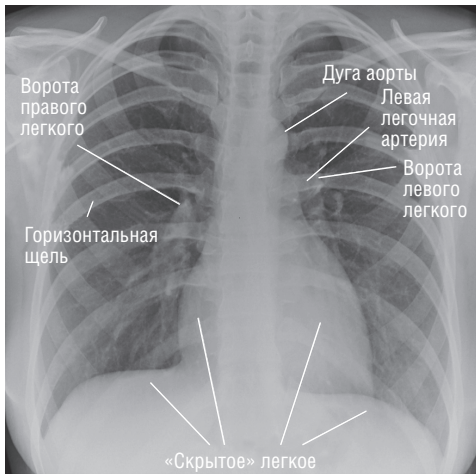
Нормальная рентгенограмма органов грудной клетки в задней проекции
